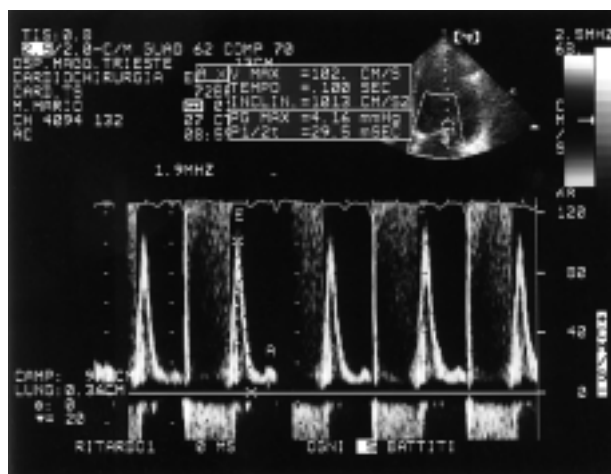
Esempio di curva Doppler transmitralica con "pattern restrittivo" di riempimento ventricolare sinistro. Esso è caratterizzato da una riduzione patologica del tempo di decelerazione dell'onda E di riempimento rapido protodiastolico (tempo: 100 ms) e usualmente da un'onda E prevalente rispetto all'onda A di riempimento telediastolico da contrazione atriale (aumento del rapporto E/A).
